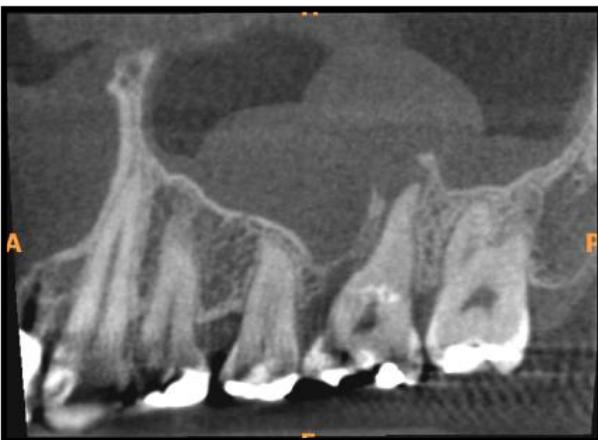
Corte sagital apresenta o dente 26 com alteração inflamatória periapical devido a necrose pulpar por fratura em câmara pulpar, separando as raízes vestibulares da palatina. Note a repercussão sinusal devido ao processo inflamatório crônico.
